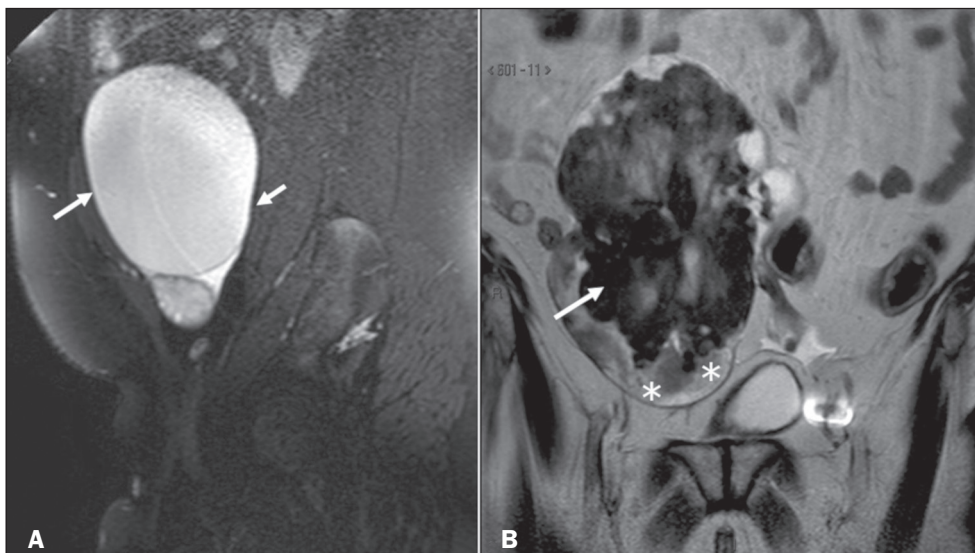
Imagens de RM, em planos sagital (A) e coronal (B), na ponderação em T2. A: Observa-se ovário de volume preservado, com formação expansiva cística hiperintensa adjacente, compatível com cisto paraovariano (setas). B: Imagem de outra paciente, em que se observa ovário de volume aumentado, devido à formação expansiva, hipointensa e heterogênea, compatível com fibroma (seta). Nota-se, ainda, edema do parênquima ovariano de localização periférica (asteriscos).
